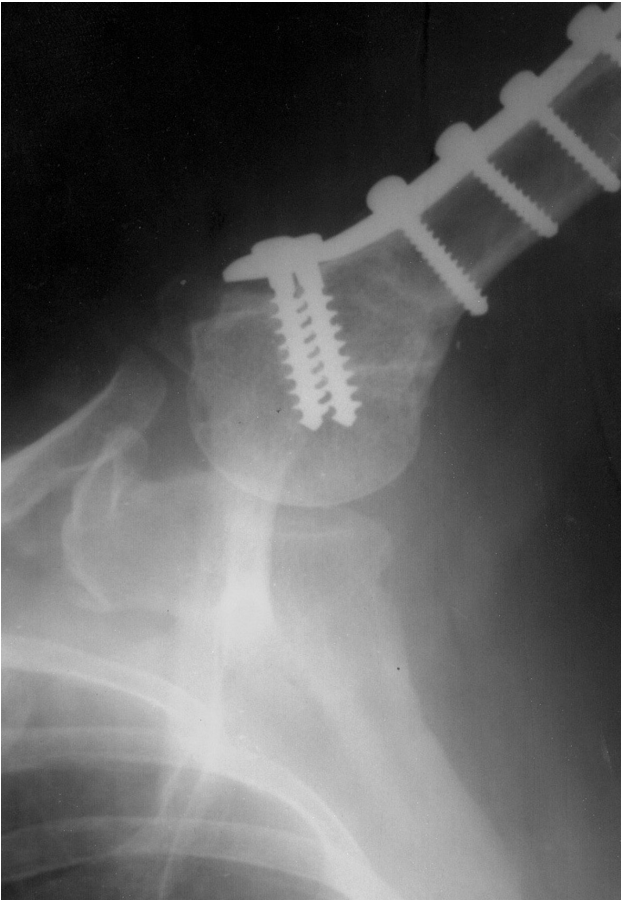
Рентгенограмма плечевого сустава после корригирующей остеотомии верхней трети плечевой кости.
